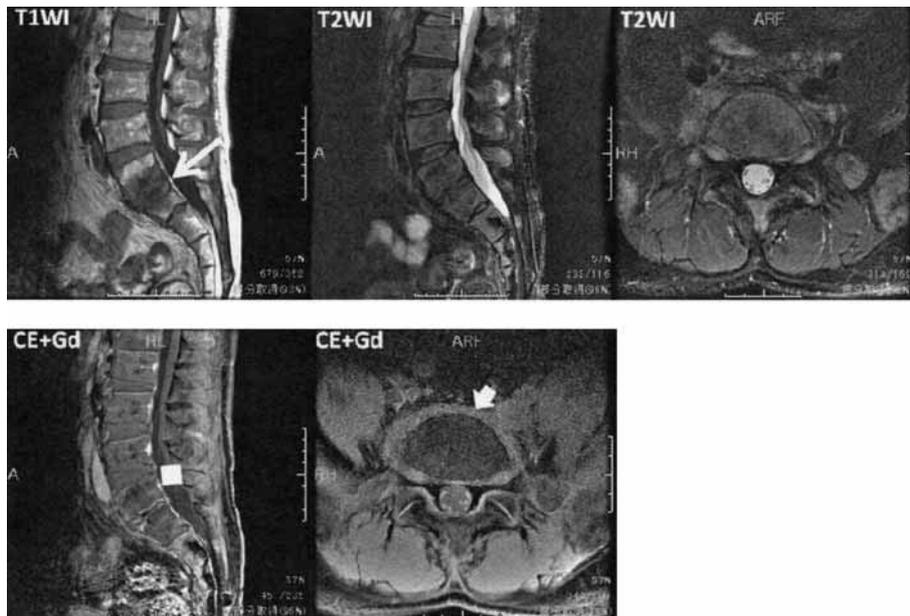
化膿性脊椎炎確定診断後約 13 ヶ月後の MRI 所見
